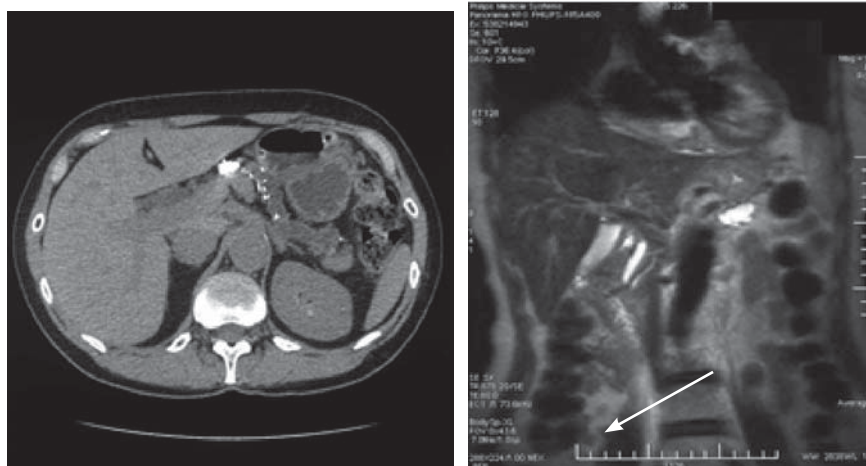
МСКТ брюшной полости.
